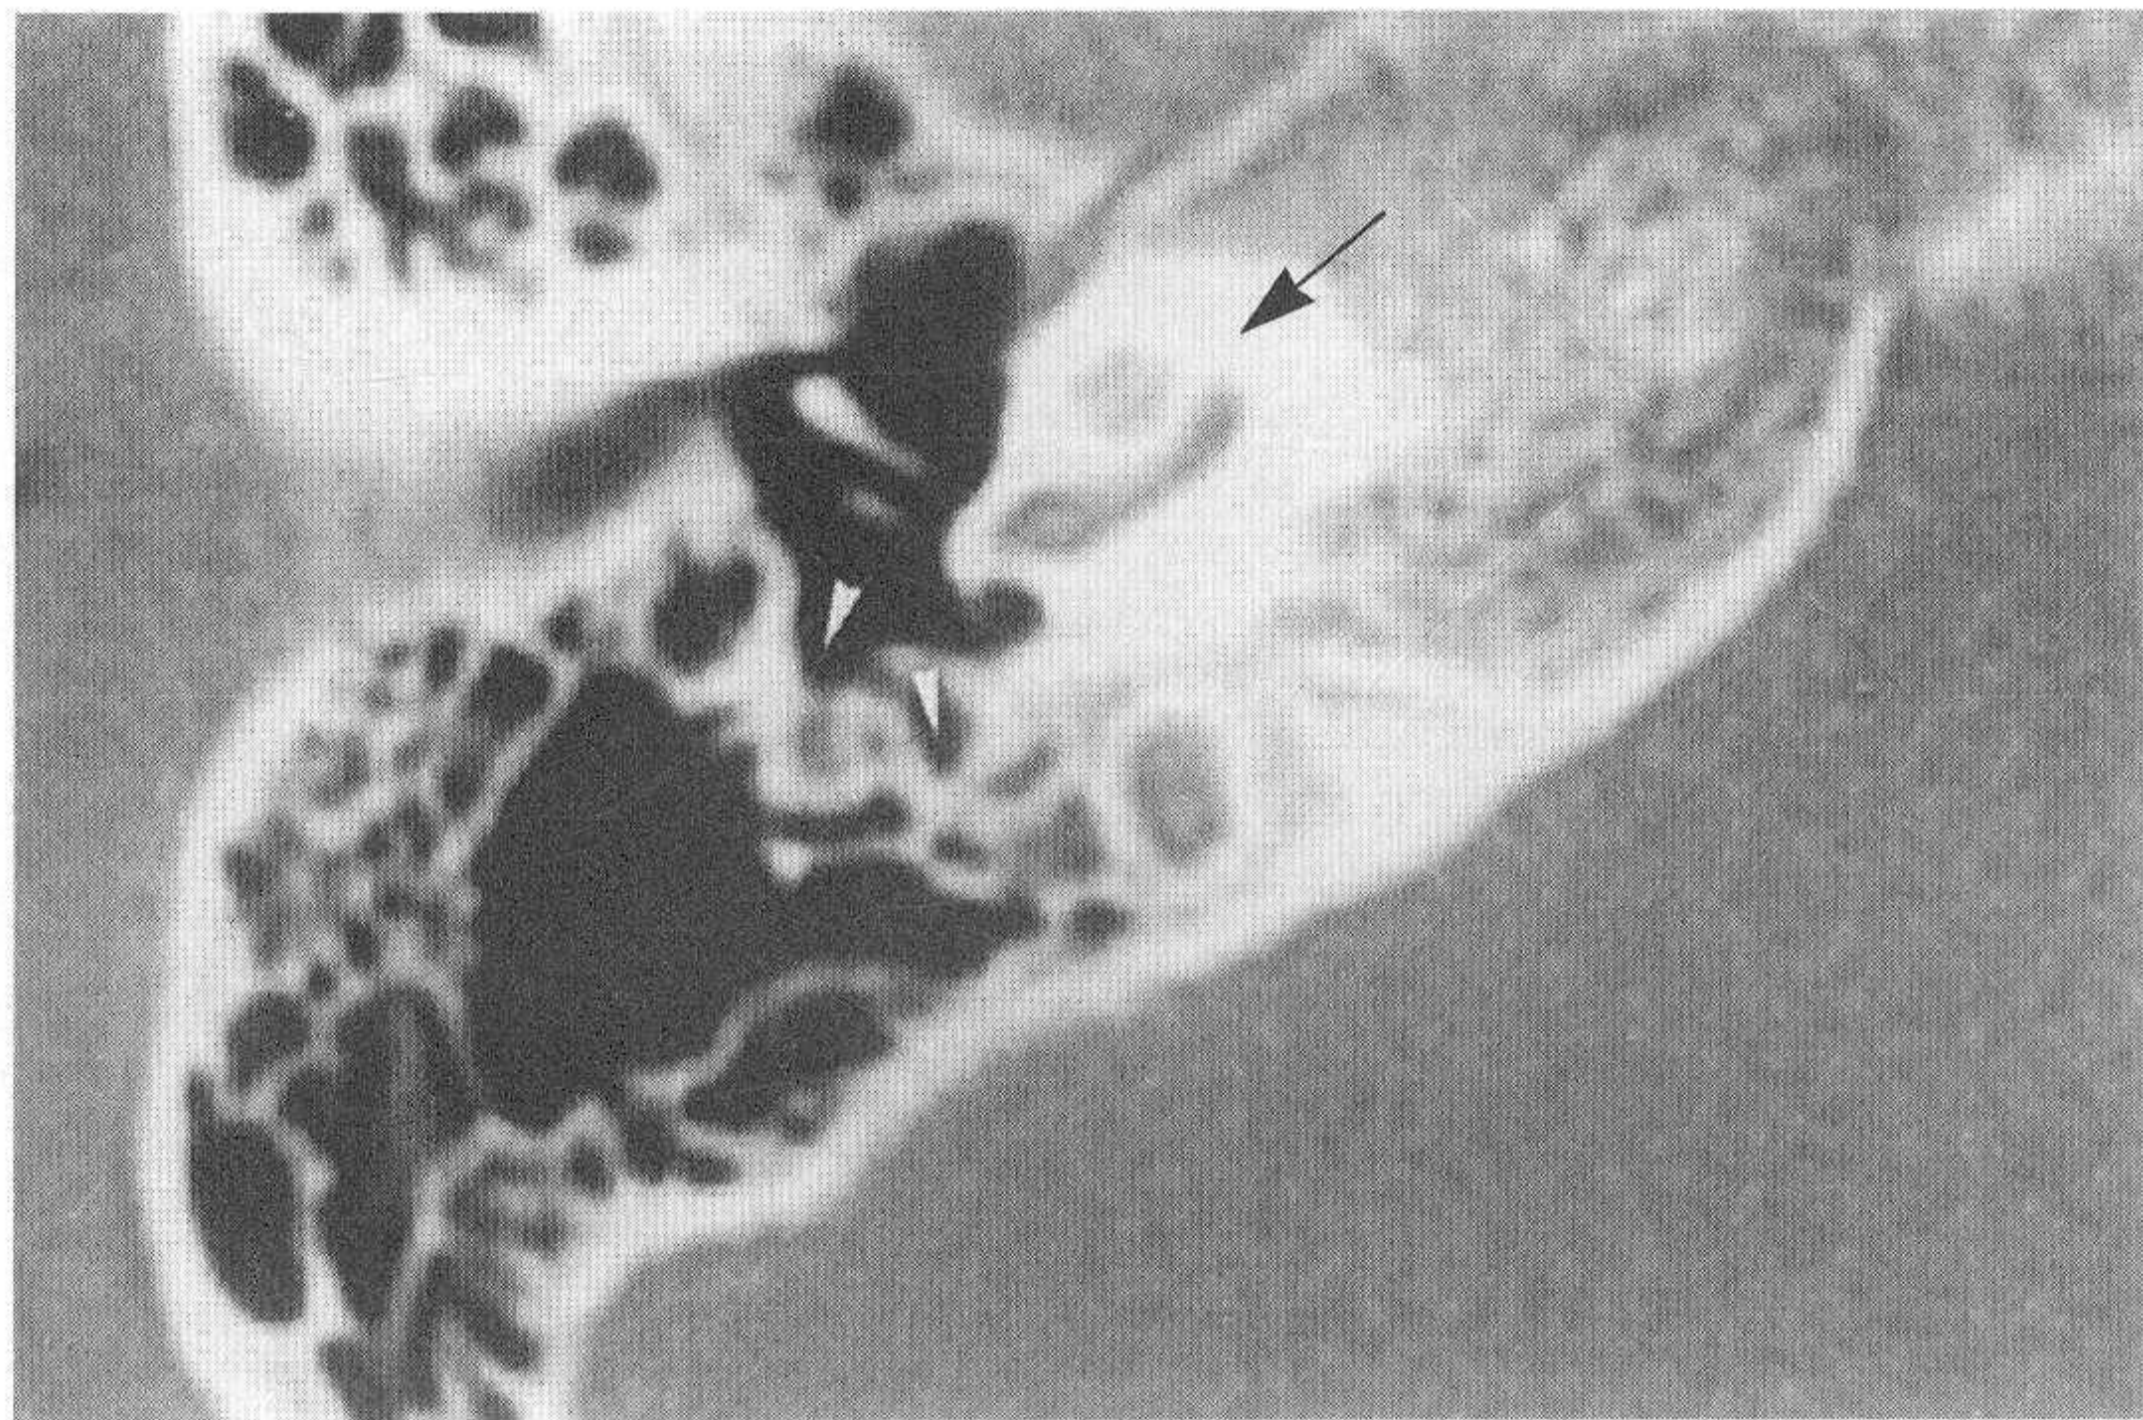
对应正常颞骨CT图像（小箭头示面隐窝和鼓室窦，大箭头示耳蜗）
